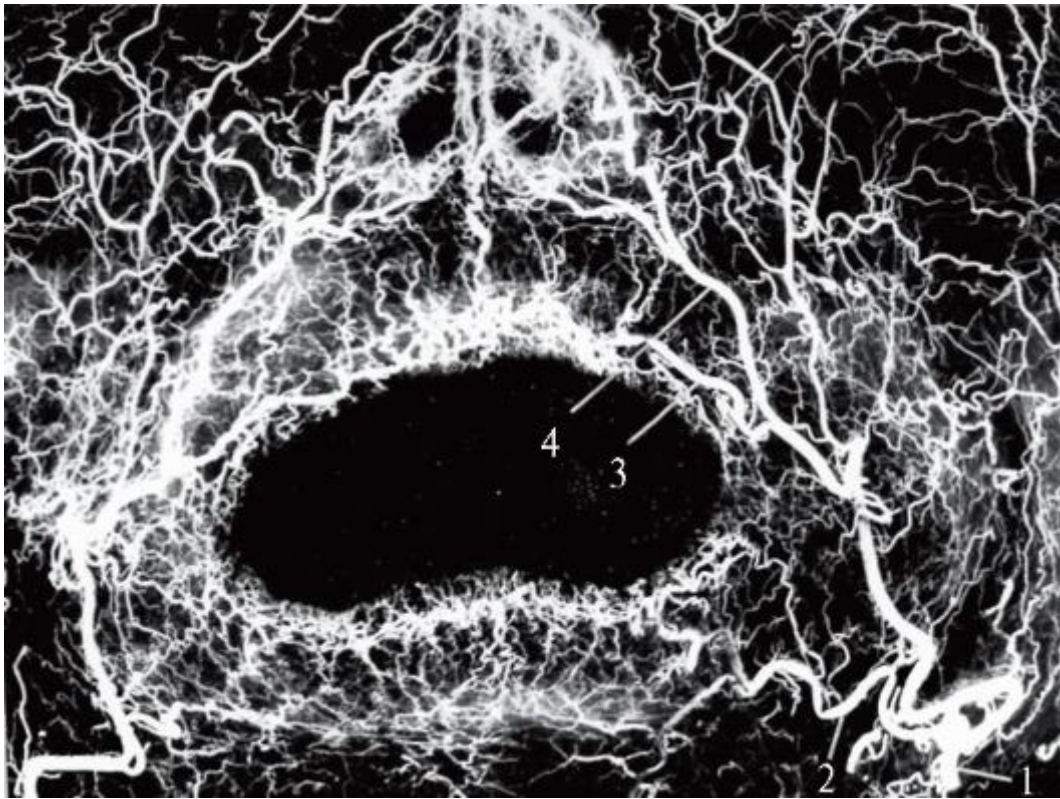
Фоторентгенограмма артерий мягких тканей лица (препарат В.М. Калиниченко): 1 - лицевая артерия; 2 - нижняя губная артерия; 3 - верхняя губная артерия; 4 - боковая носовая ветвь
